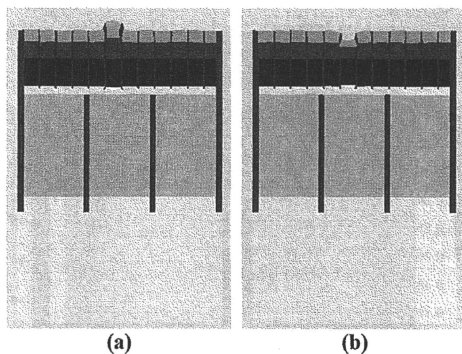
Deformation maps when an element in the transcranial Doppler array was excited at 2 MHz. The left (a) and right (b) images in each figure indicate expansion and compression phases, respectively.
